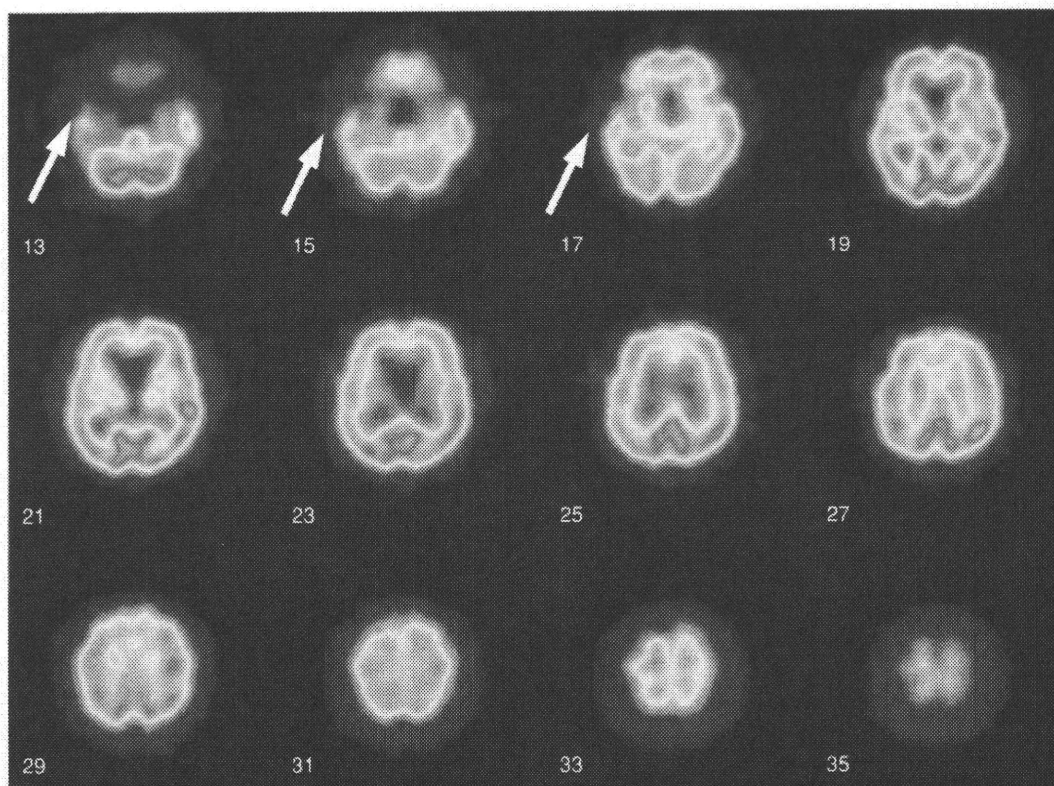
意味性認知症患者の SPECT 画像(巻頭グラビアページ参照)
